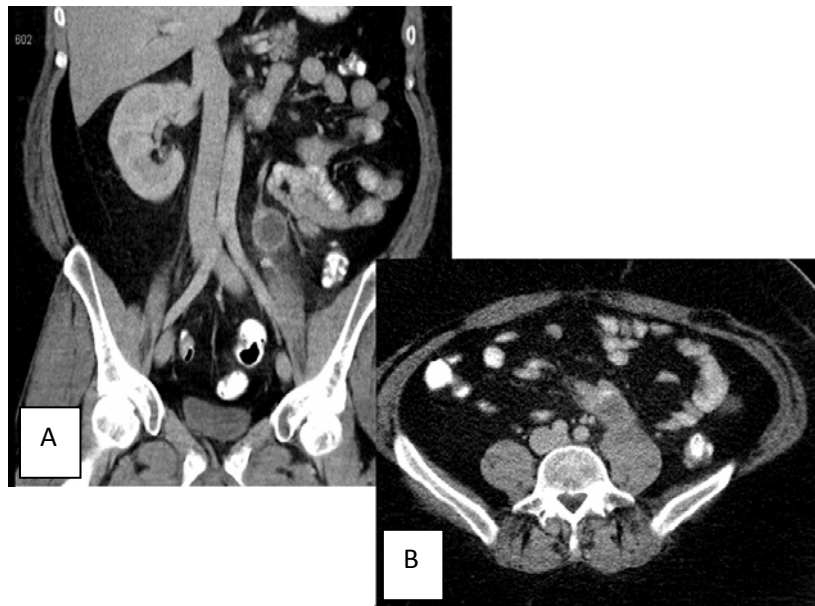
Corte coronal de la tomografía computarizada en el que se observa una lesión de 4,8 x 3,3 cm en el vientre del musculo psoas izquierdo. 2B. Corte axial en el que se muestra una extensión anterior de la masa contactando con un asa del intestino delgado.
